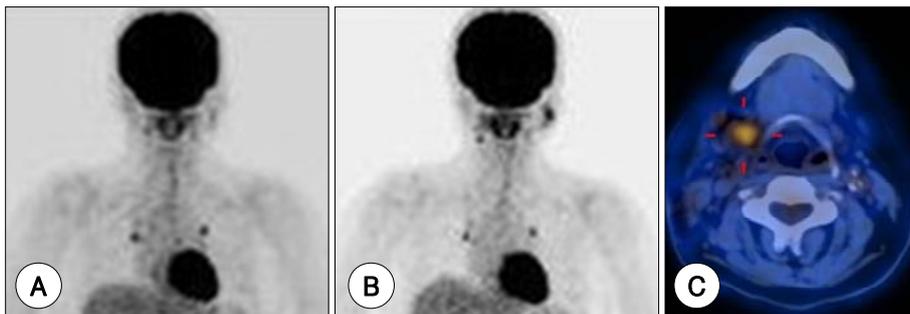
A : FDG-PET/CT image from a study performed after right total parotidectomy and postoperative chemotherapy demonstrates complete resolution of the activity in the parotid gland. B, C : FDG-PET/CT image demonstrates abnormal intense uptake in the left parotid gland and right nodal uptake after 1 year.
